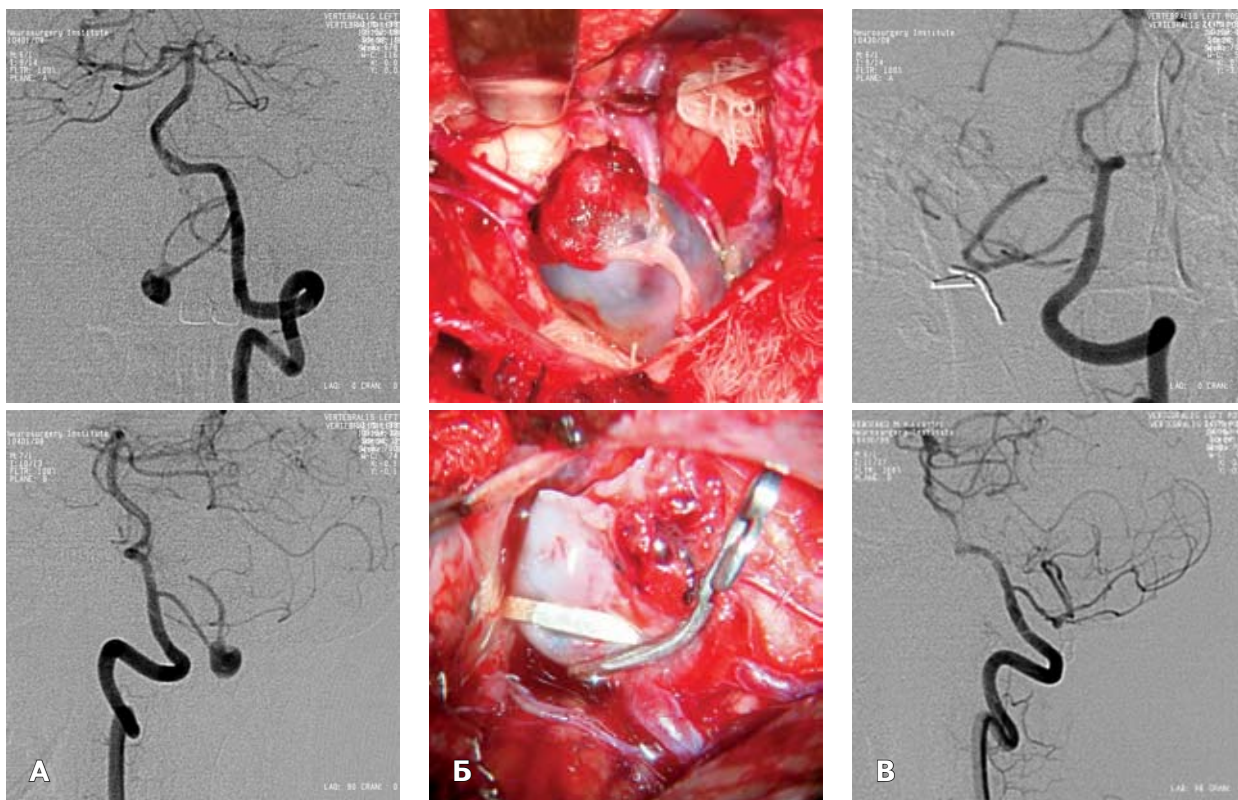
Фузиформна АА лівої ЗНАМ. А — ангиограми до операції; Б — операційні фото до і після кліпування; В — контрольні ангиограми після операції.
